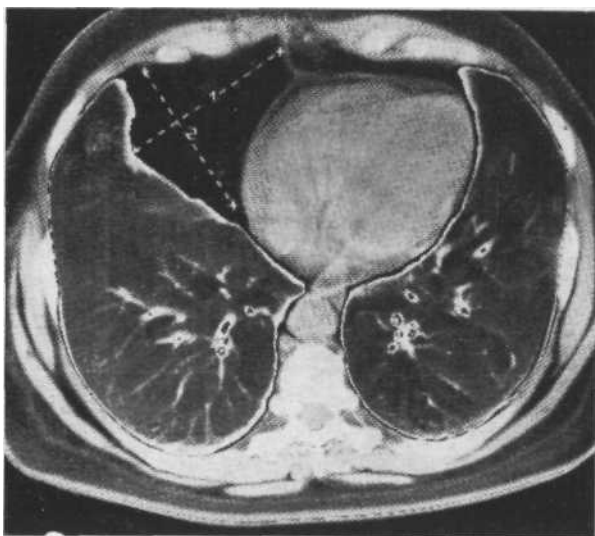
Компьютерная томограмма. Абдономедиастинальная липома в правом сердечно-диафрагмальном синусе.
